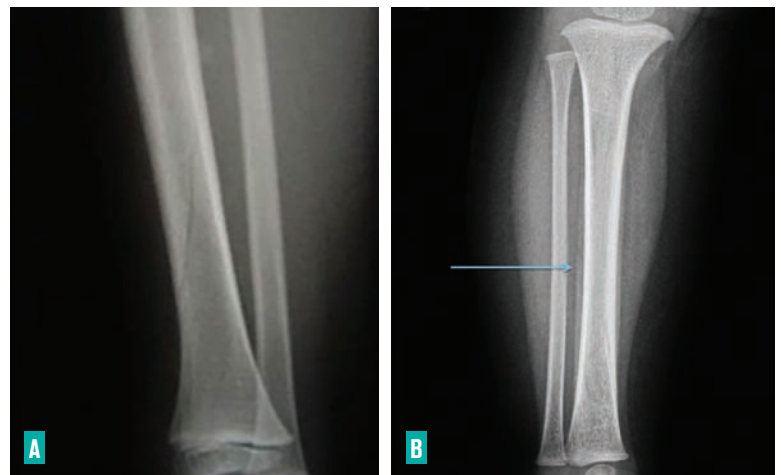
FRACTURE SOUS-PÉRISOTÉE. A. Aspect typique de fracture sous-périostée du tibia. B. Radiographie à 10 jours, le diagnostic n'a pas été fait initialement car le trait n'était pas visible sur la première radiographie. À 10 jours on note l'apparition d'une réaction périostée.
